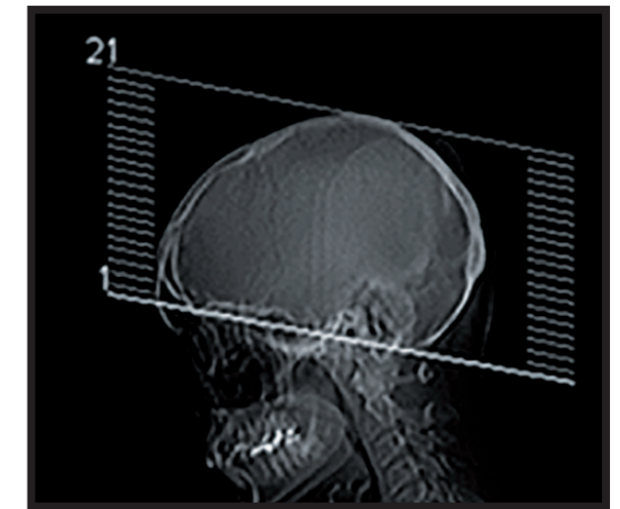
Topograma lateral en estudio de TC cerebral con orientación orbitomeatal del corte.
